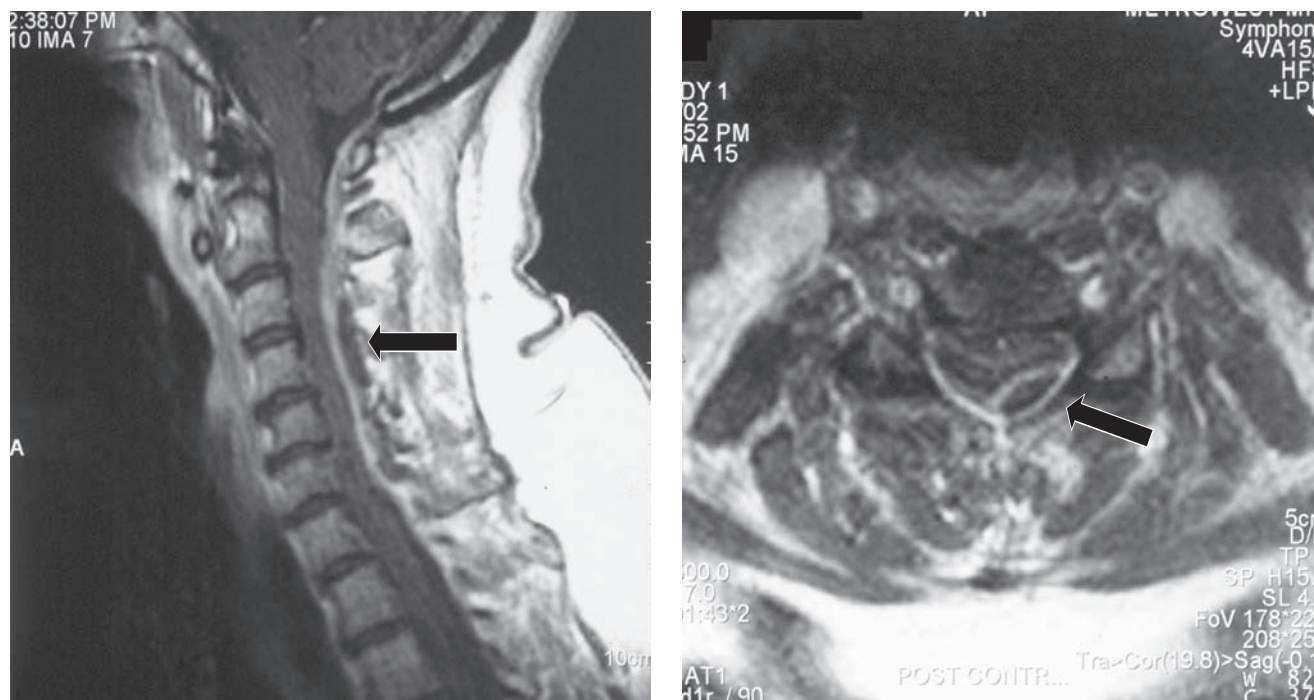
MRI de un absceso epidural espinal que comprimió la porción dorsolateral de la médula cervical. Imágenes con realce de gadolinio en T-1. Imágenes sagital (izquierda) y axial (derecha). El cúmulo piógeno destaca en la periferia y abarca varios segmentos; se le señala con flechas.
